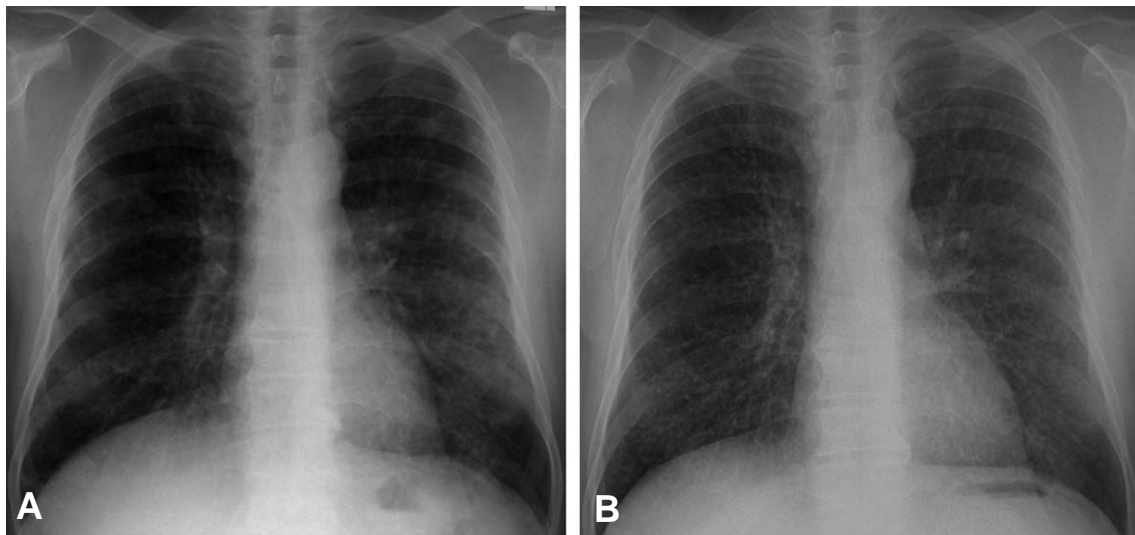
Chest X ray in a 54-year-old man who worked at a chemical factory. (A) The initial chest radiograph on admission shows bilateral consolidation. (B) Seven days later, chest X ray shows nearly normalized findings.
